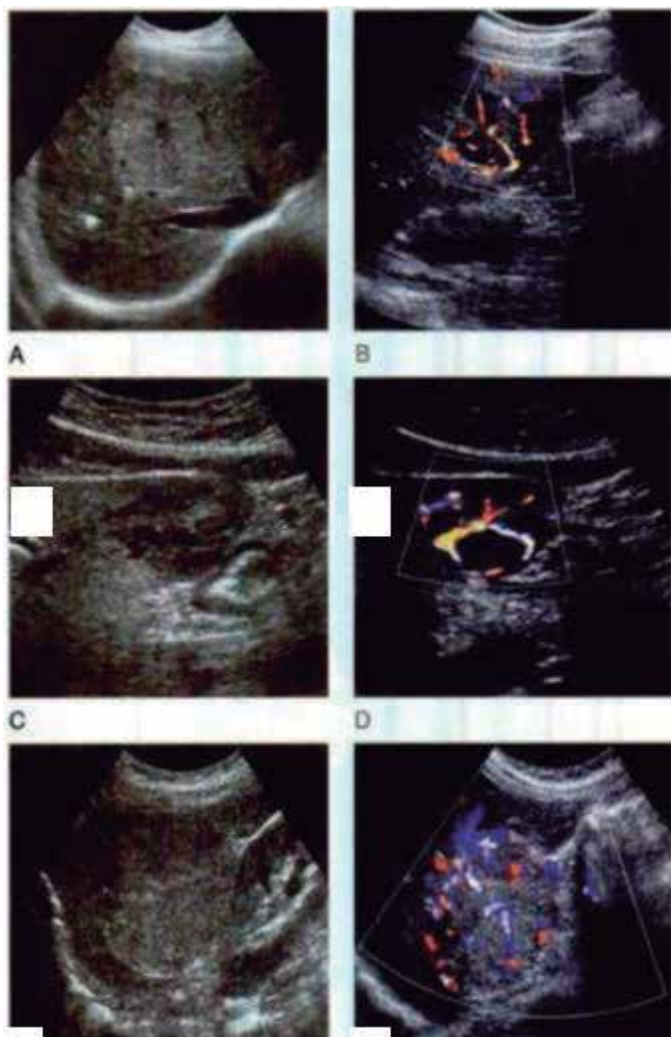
Característica da HNF na ultrassonografia em escala cinza e no Doppler em três pacientes. Às esquerdas estão as imagens da ultrassonografia em escala cinza e as direitas as com Doppler colorido. (A), a ultrassonografia é virtualmente normal, somente levando a possibilidade de uma massa isoecóica discreta. (B), entretanto ao Doppler mostra um padrão estelar, confirmando a autenticidade da observação. (C), Esteatose Hepática, apresentando uma região hipoeecóica os pontos do seguimento. Considerou-se o diagnóstico diferenciado de ausência focal de envolvimento. (D), entretanto ao Doppler mostrou uma massa hipervascularizada de padrão estelar, achado clássico de HNF. (E), massa no lóbulo direito do fígado que causa alterações no seu contorno. (F), o Doppler mostrou-se novamente o padrão estelar da vascularização central, sugestivos a HNF. Essa hipervascularidade e o padrão estelar são facilmente observados na ultrassonografia convencional<sup>11</sup>.
